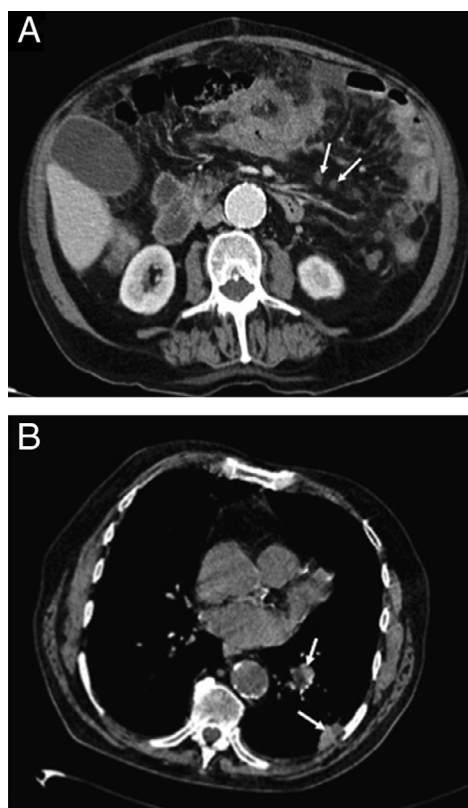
A) Tomografía axial computarizada de abdomen superior: se aprecia afectación peritoneal difusa con presencia de múltiples lesiones nodulares con centro de baja atenuación (flechas blancas). B) Tomografía axial computarizada de tórax, cortes inferiores: lesiones nodulares de bordes mal definidos en lóbulo inferior izquierdo (flechas blancas).
